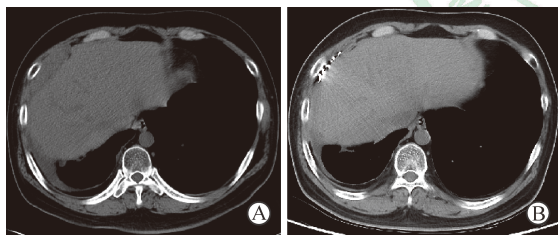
¹²⁵I粒子植入前和植入后2个月的CT图像
